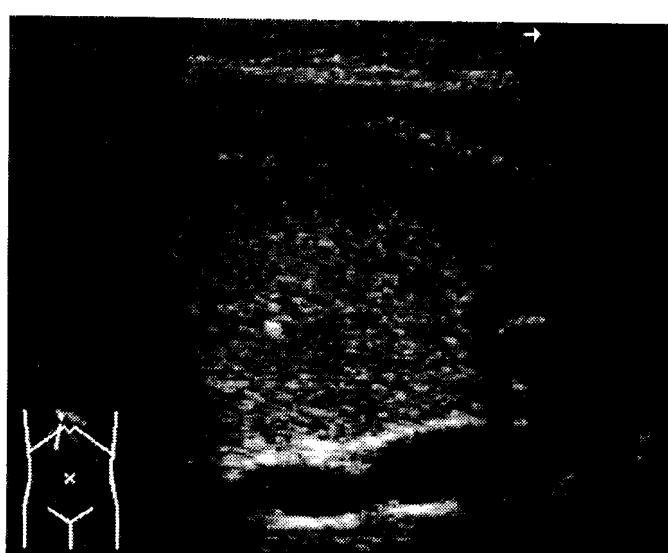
Ультразвуковая томограмма гемангиомы печени в момент ее пункции у больной Д., 40 лет.
